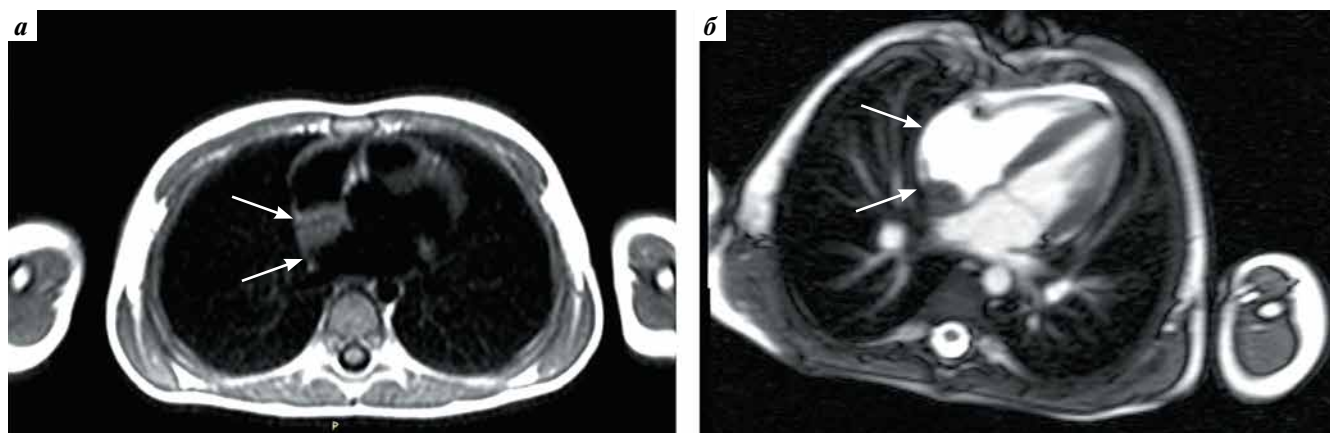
Результаты магнитно-резонансной томографии органов грудной клетки. В правом предсердии определяется объемное образование неправильной формы размерами 21 × 13 × 16 мм (стрелки), плотно фиксированное к стенке предсердия, распространяющееся из предсердия в верхнюю полую вену, изоинтенсивное по T1 fs, умеренно гиперинтенсивное по STIR, гетерогенно накапливающее контраст: а – T1-взвешенный режим; б – T2-взвешенный режим
